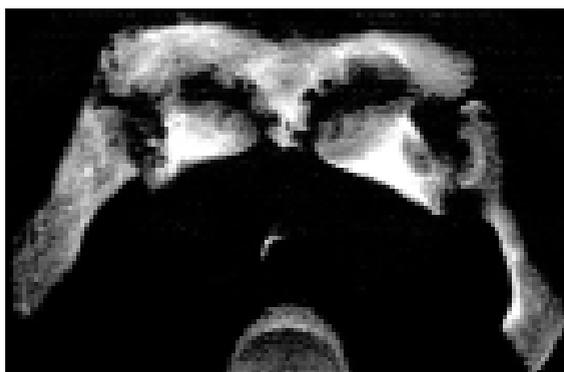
Quadro TC conclamato in una sindrome SAPHO con le tipiche alterazioni erosive, iperostosi ed osteolitiche, in questo caso particolarmente evidenti.
